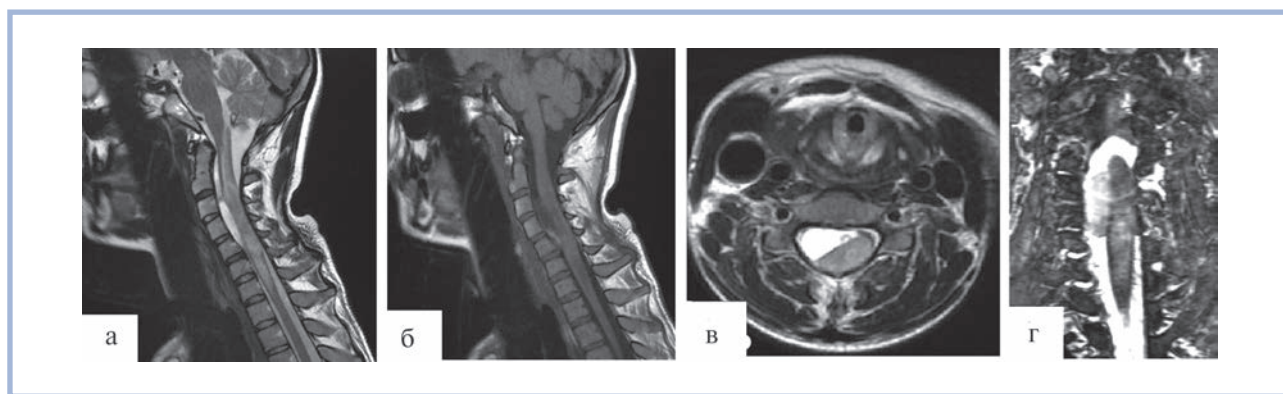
МРТ-исследование шейного отдела спинного мозга в режимах T1 и T2.
